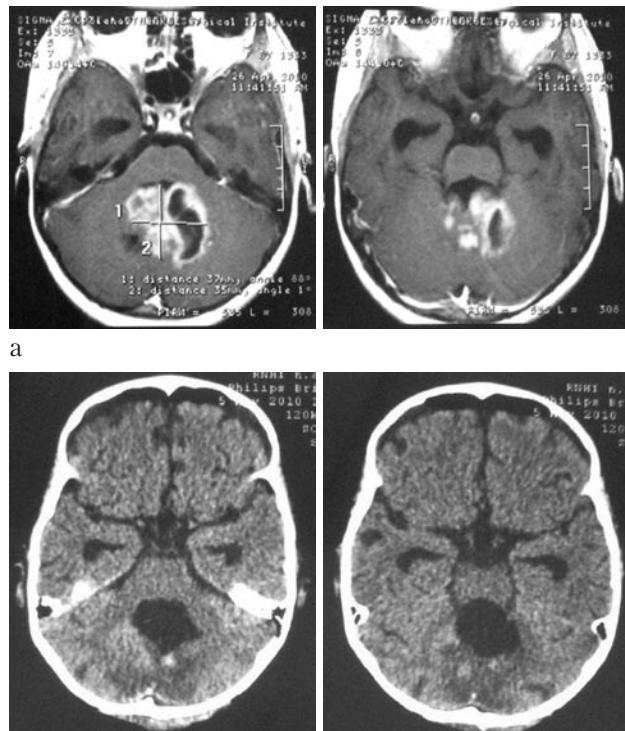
Данные МРТ головного мозга больной И., 8 лет. а — до операции, б — после операции.
